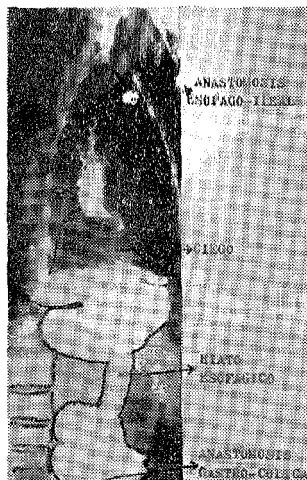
Radiografía de control 9 meses después de la operación. Se observa la repleción del colon en su porción torácica y en su porción abdominal.
